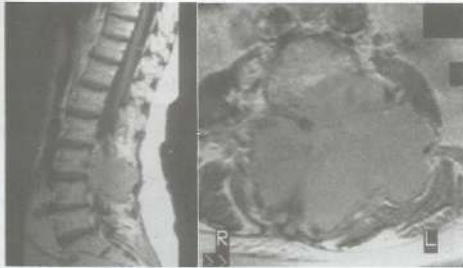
RM da coluna lombar evidenciando volumosa lesão extradural acometendo o arco posterior e o corpo vertebral, bem como os pedículos, envolvendo totalmente o saco dural. Metástase de tumor renal.
